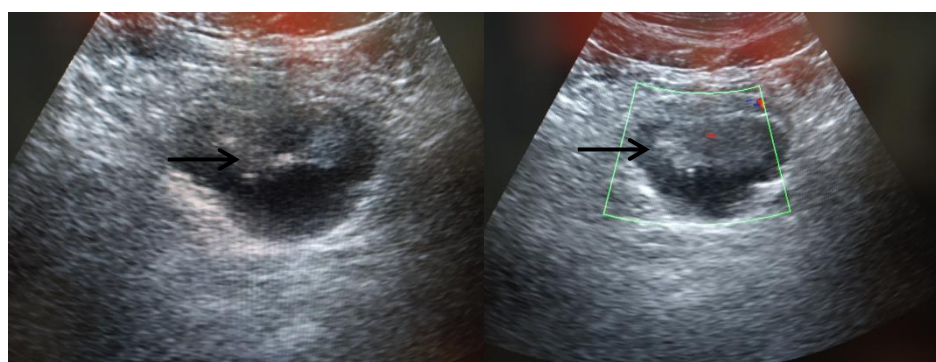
Ultrasonido transabdominal que muestra engrosamiento focal de aspecto tumoral en vejiga (Flecha).
